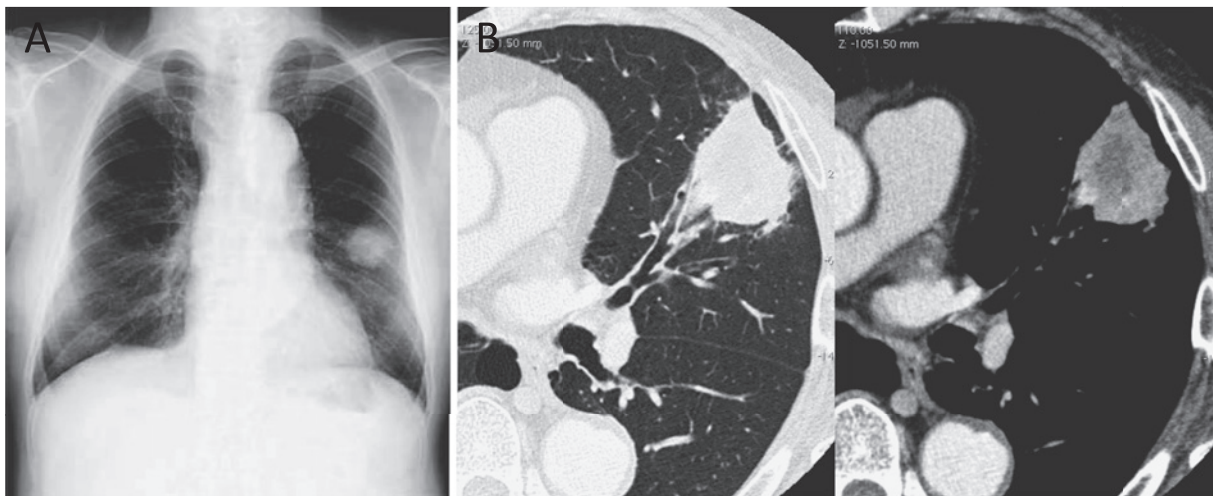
(A) A chest X-ray film shows a tumor shadow in the middle field of the left lung. (B) A chest CT image shows a tumor in the lingular lobe.
